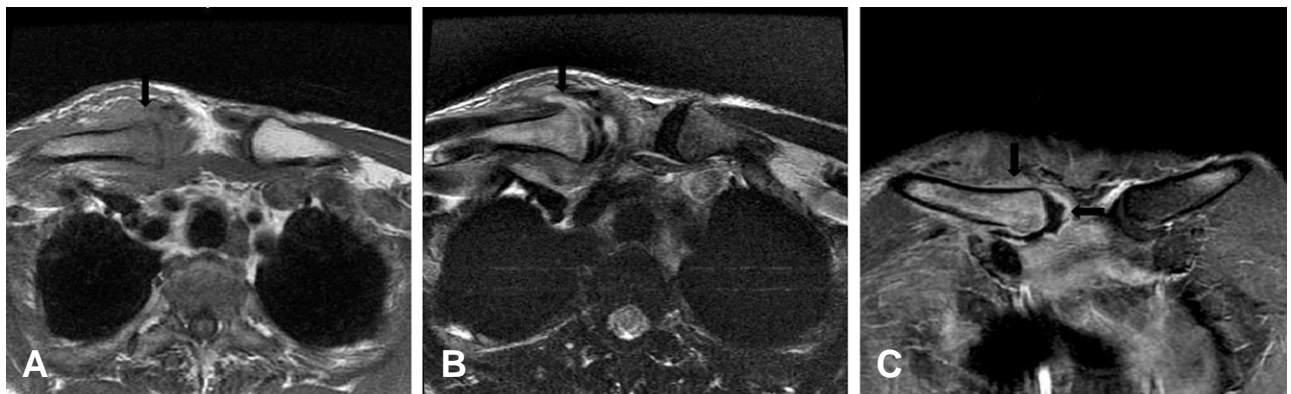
(A) The T1-weighted axial image, (B) The T2-weighted axial image, (C) Gd-DTPA enhanced coronal MRI; MRI shows an ill defined mass anterior to the right sternoclavicular joint, low signal intensity on the T1-weighted axial image, high signal intensity on the T2-weighted axial image. And on Gd-DTPA enhanced coronal image, MRI shows diffuse enhancement of inflamed soft tissues and right clavicular bone, irregular and peripheral rim enhancement of right sternoclavicular joint and increased joint fluid.
